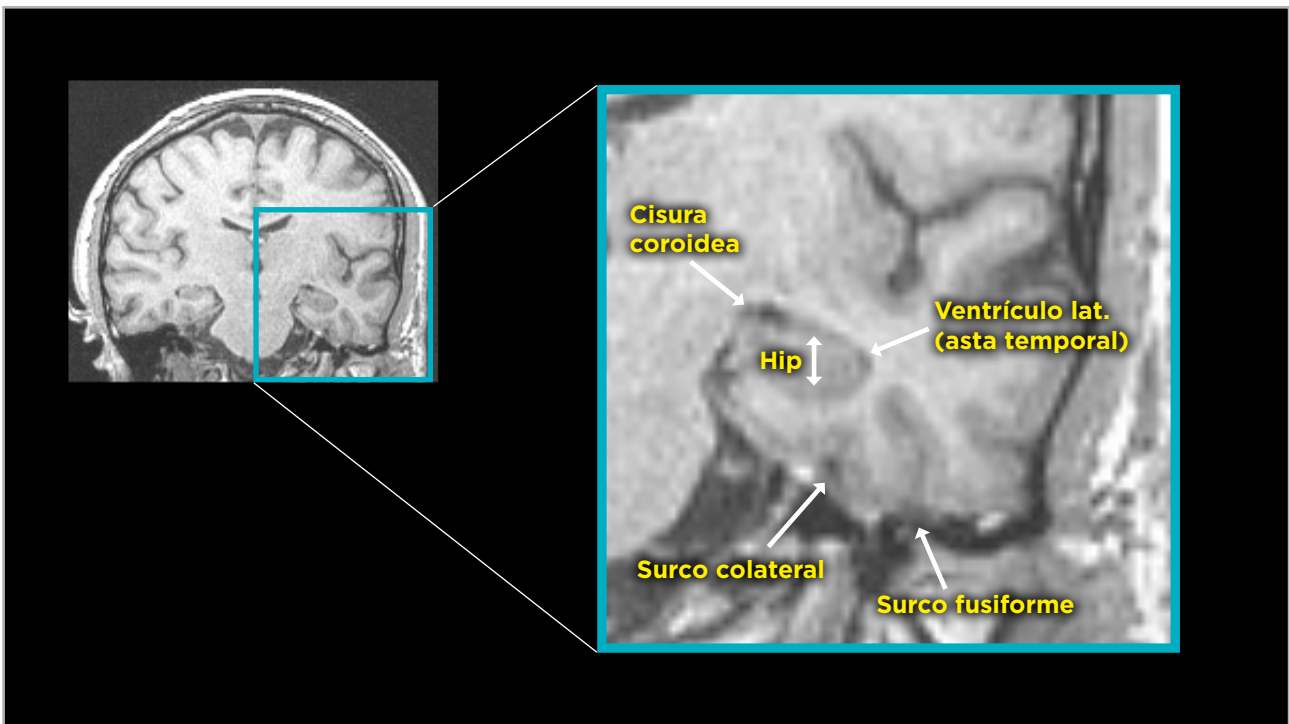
Resonancia magnética (RM) T1. Corte coronal. Detalle de las estructuras anatómicas que se valoran en la escala semicuantitativa visual de atrofia temporal medial (ATM).
